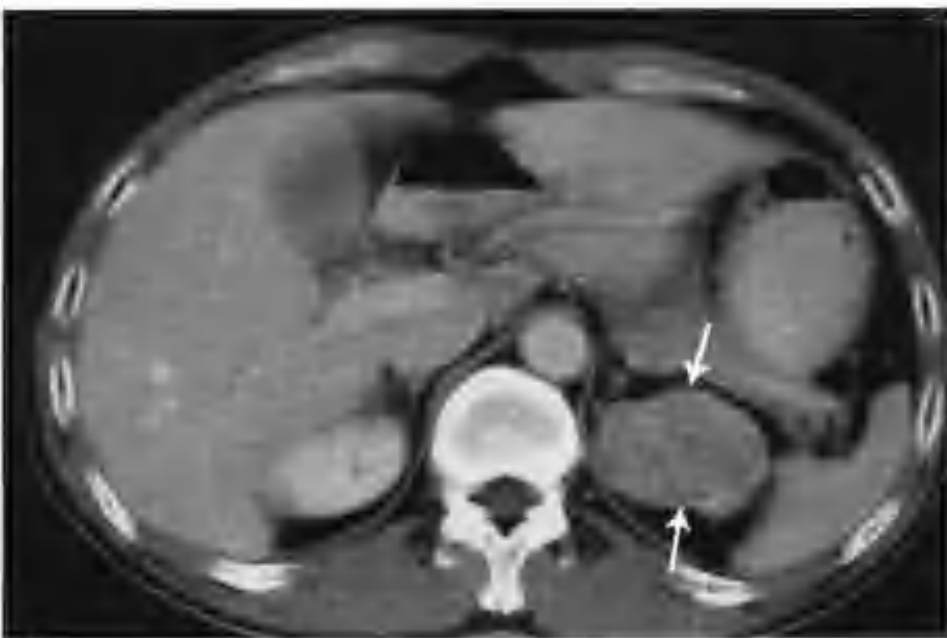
与图 2-1-124 为同一病例，肾实质期肿瘤仍继续轻中度强化（箭头），CT 值 84~99HU，但强化程度远低于正常肾实质
